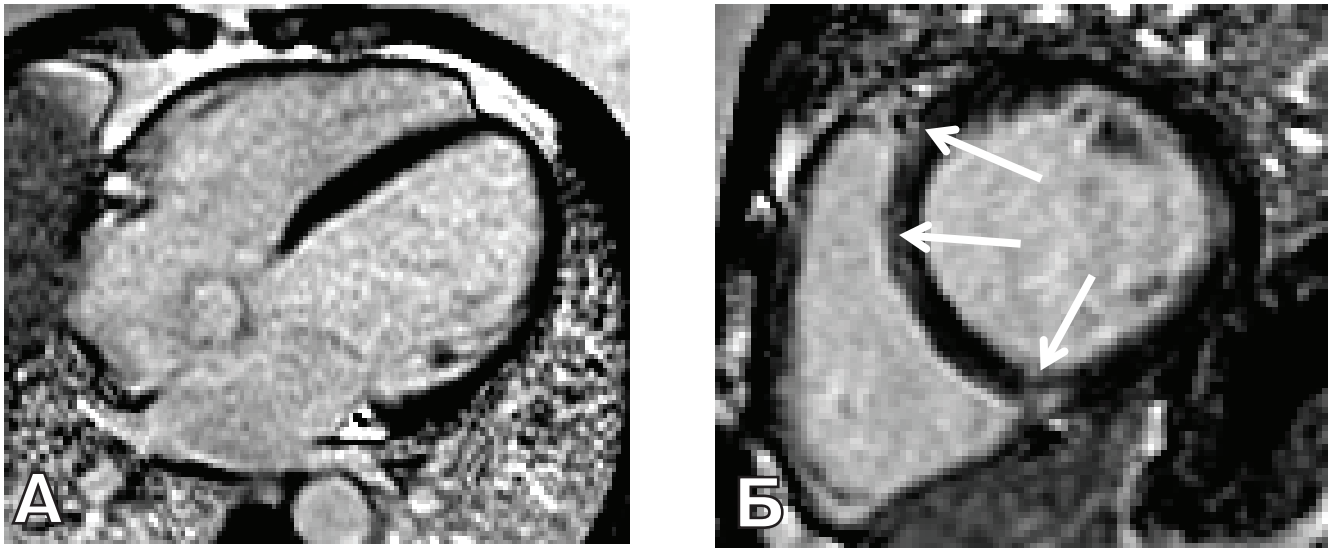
(А, Б). МРТ сердца с контрастированием пациентки К: А) стандартная 4-камерная позиция по длинной оси в конечную диастолу сердечного цикла — признаки дилатации левого предсердия и обоих желудочков; Б) проекция по короткой оси — признаки отсроченного накопления гадолиния в точках прикрепления свободной стенки ПЖ и в средне-базальных сегментах межжелудочковой перегородки (зоны фиброза указаны стрелками).
